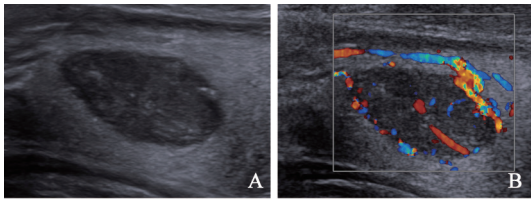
TI-RADS 3级腺瘤性甲状腺肿超声及CDFI表现
